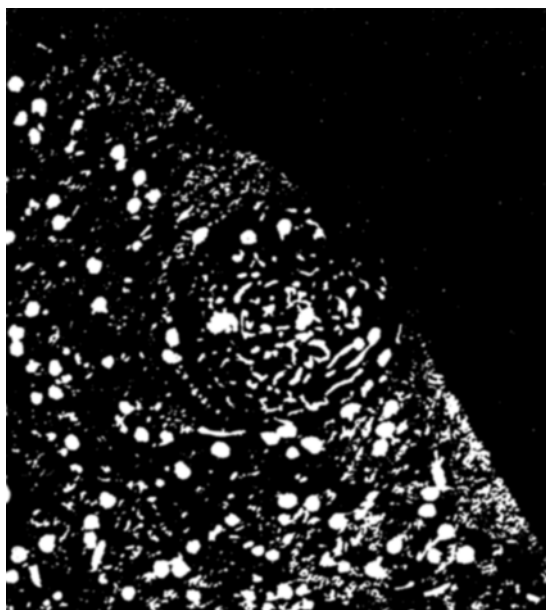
Mikrovasoröntgenogramme der Rindenschicht der Kaninchenniere mit solitären expansiv wachsender Metastase. Man sieht in der Geschwulst viele Gefäßbündel — die Reste der eigenen Parenchymgefäße und die unregelmäßigen Geschwulstgefäße (alle Mikrovasoröntgenogramme werden mit den Vergrößerungen 20—25 angeführt).
